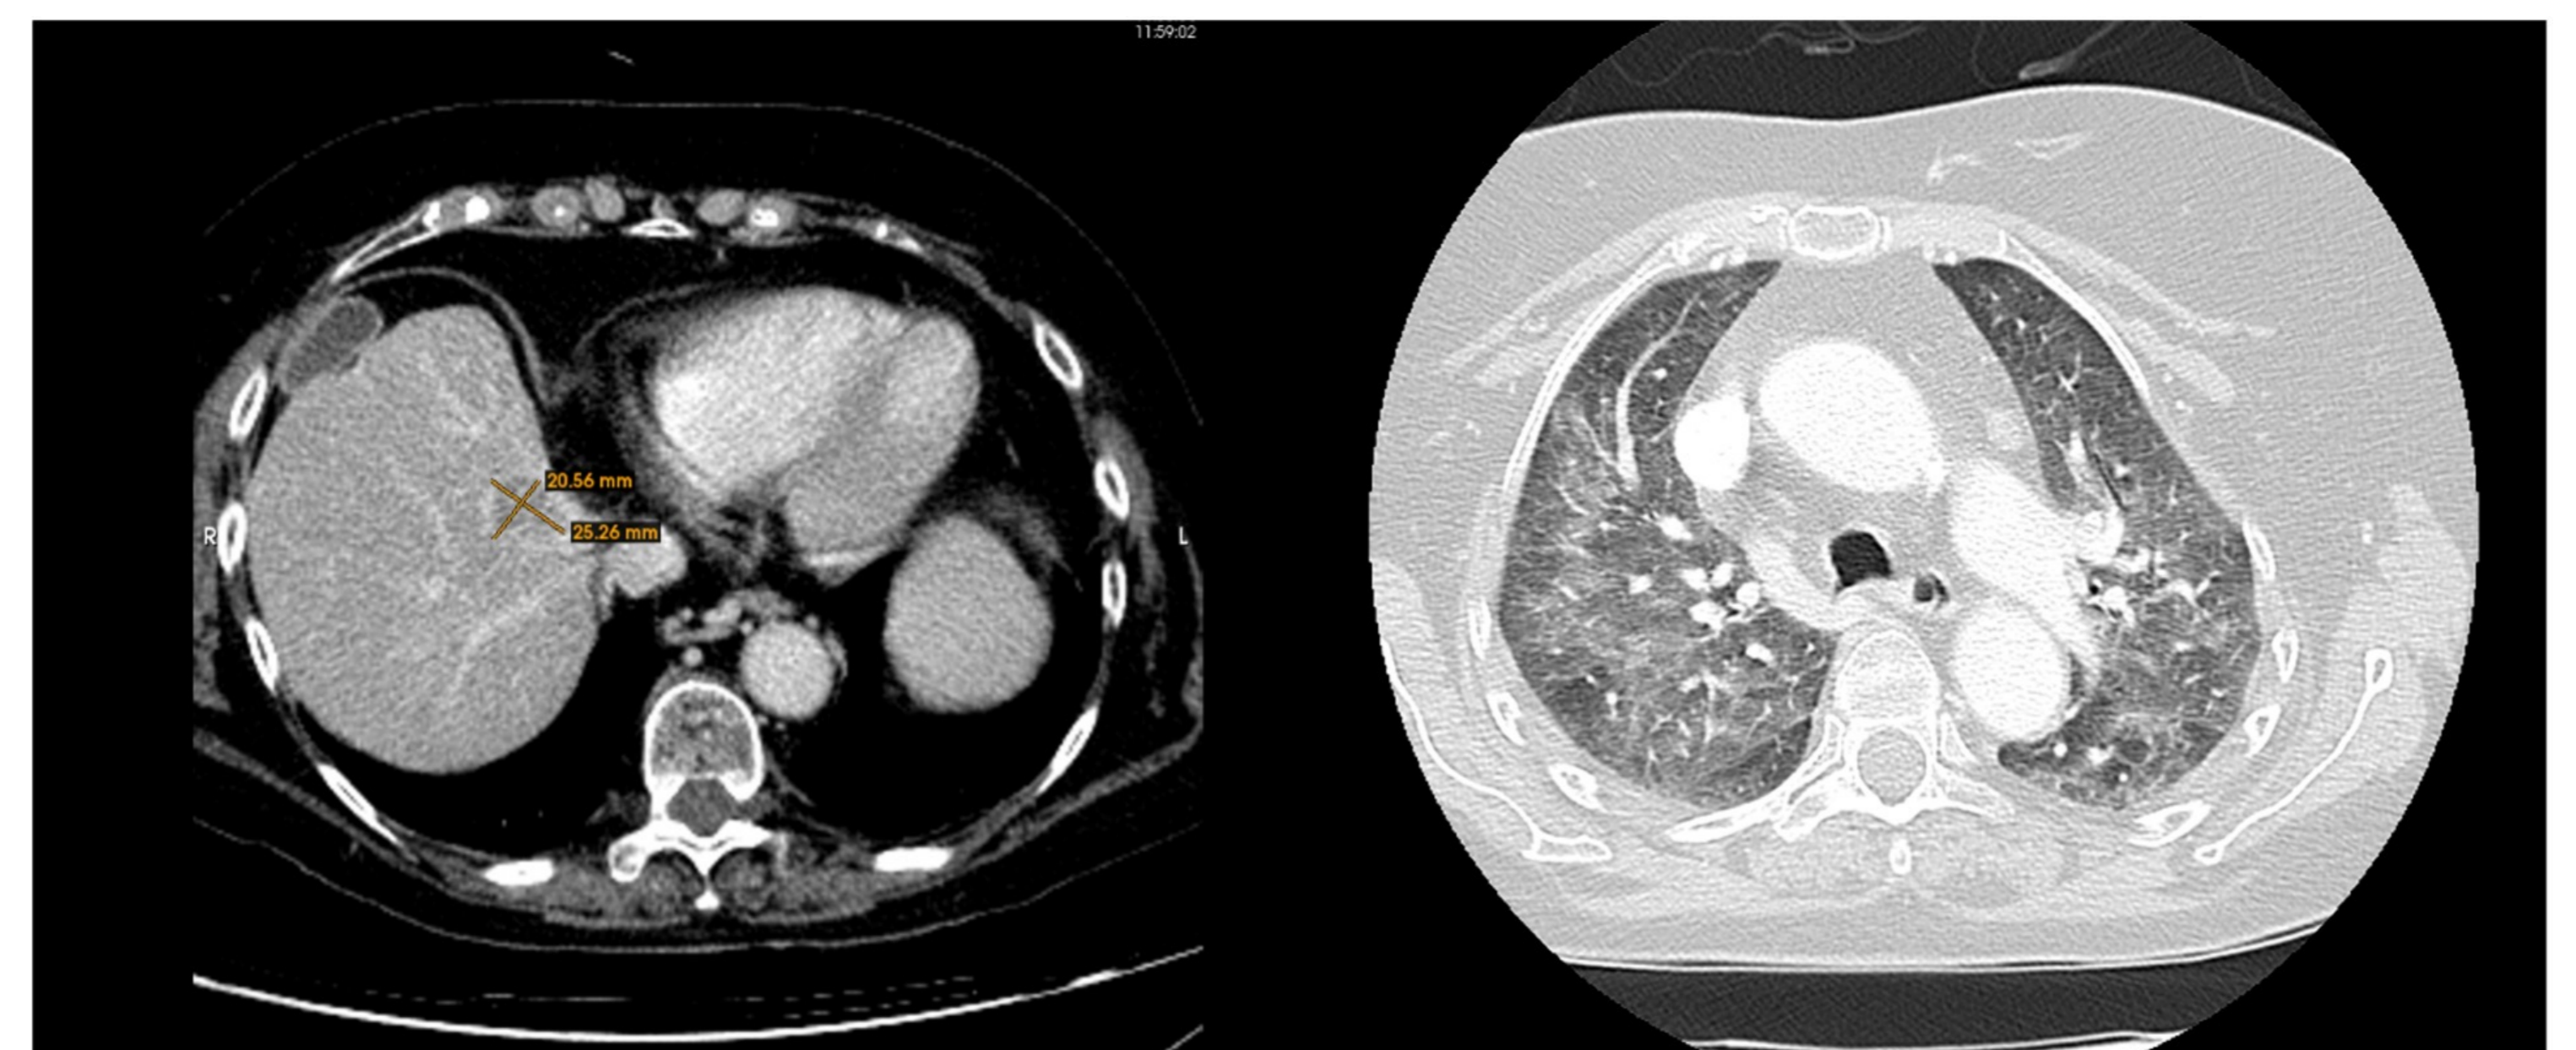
TC tóraco-abdominal mayo 2021- Estabilidad lesión hepática compatible con hepatocarcinoma (izquierda) y neumonitis irAE (derecha).
